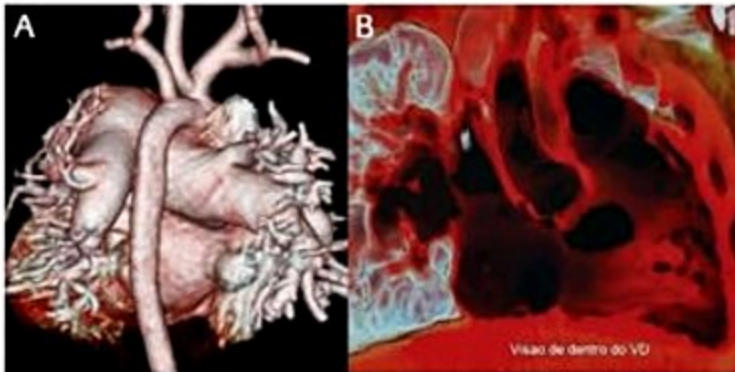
Angiotomografia com reconstrução tridimensional "volume rendering". A: Visão posterior, demonstrando acentuada dilatação das artérias pulmonares. B: Cavidade cardíaca, com visão a partir do ventrículo direito. Nota-se ampla comunicação interventricular subaórtica e múltiplas comunicações musculares apicais.
